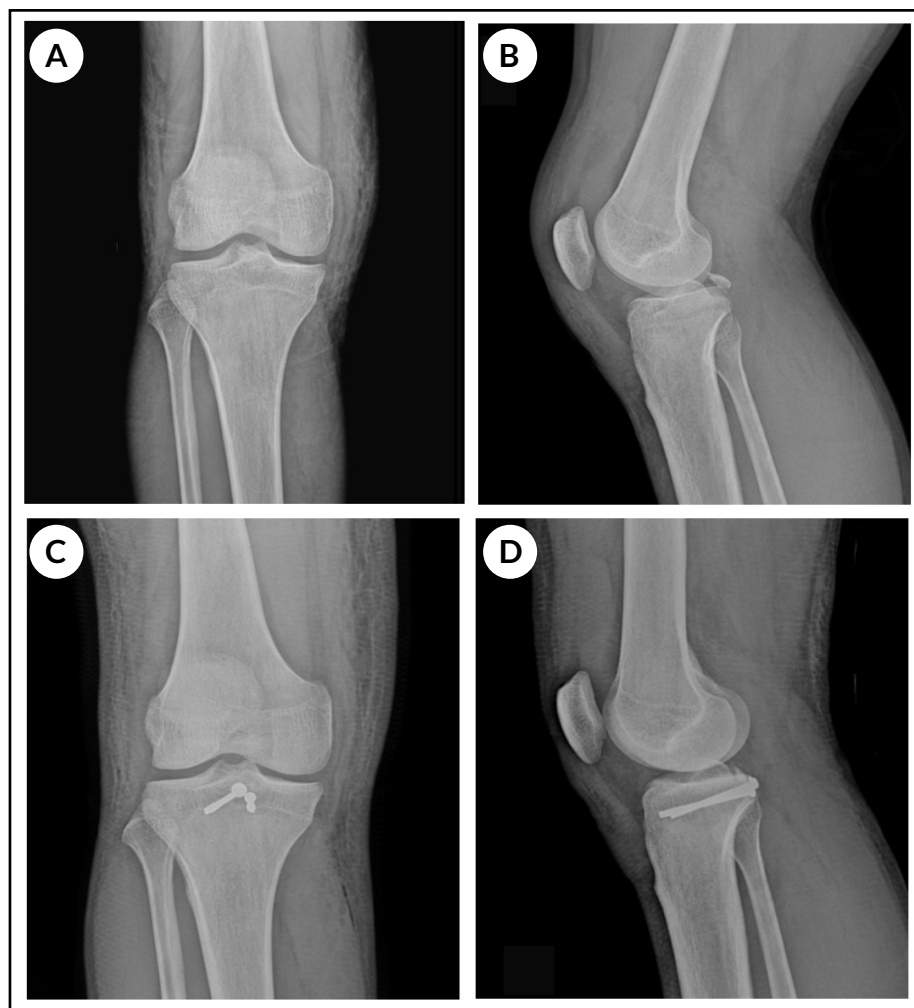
Radiografías de rodilla. A-B) Preoperatorias. C-D) Postoperatorias.
